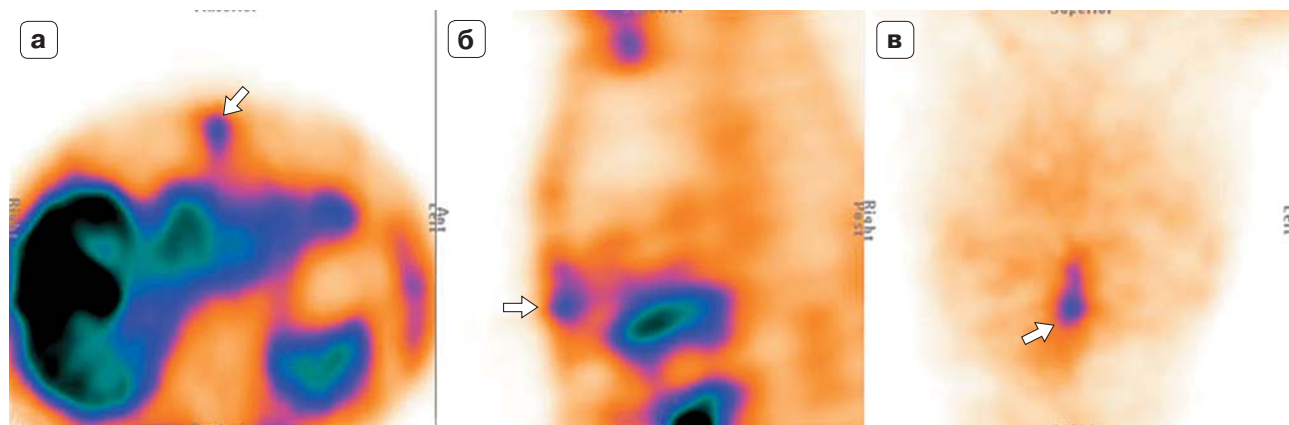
Больной Д., 54 года. Хронический остеомиелит грудины после стернотомии в анамнезе. Гиперемия кожи над мечевидным отростком грудины, боль в области грудины, ускорение СОЭ. На томосцинтиграммах с ^{99m}Tc -МИБИ (аксиальный (а), фронтальный (б) и сагиттальный (в) срезы) визуализируется очаг повышенного накопления РФП однородного характера в мечевидном отростке грудины (стрелка). ИП результат ОФЭКТс ^{99m}Tc -МИБИ в диагностике послеоперационного остеомиелита грудины.
